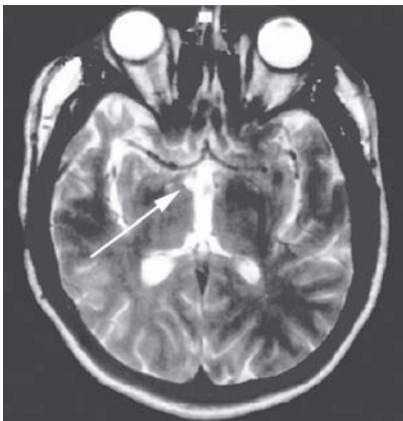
La imagen de resonancia magnética (peso T2) mostró una lesión de alta intensidad en el hipotálamo derecho (flecha). (Reproducido con autorización de Kostic, V.S., Stefanova, E., Svetel, M., y Kozic, D. (1998). A variant of the Kleine-Levin syndrome following head trauma. *Behav. Neurol.* 11:105-108, con permiso de IOS Press.)
